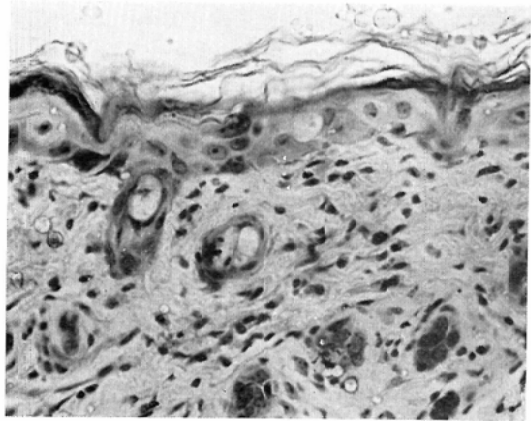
Section of skin, 7 days after single dose of 5000 rads of X-rays.
